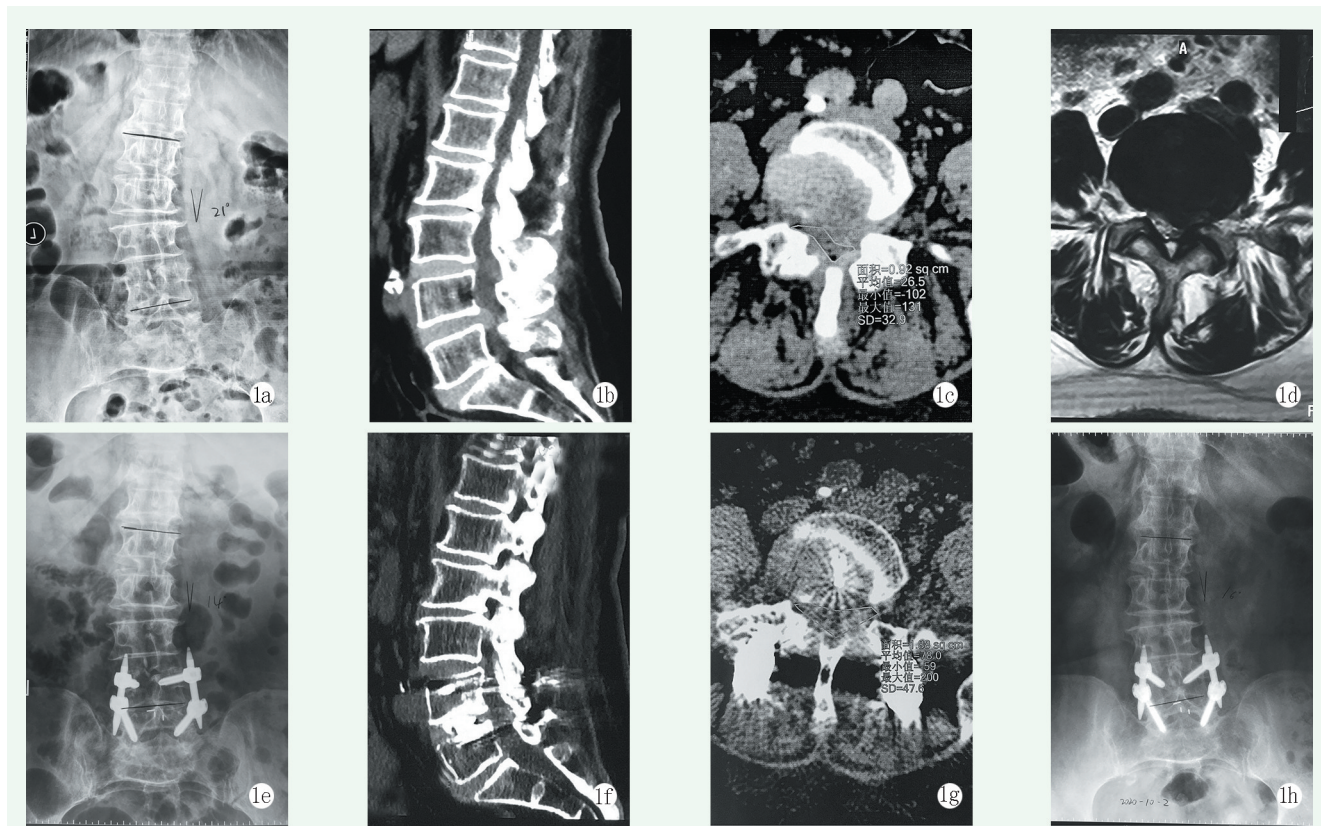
患者，女，65 岁，左下肢根性痛 1a: 术前正位 X 线示退行性腰椎侧凸，L₂₋₅ Cobb 角 21° 1b: 术前矢状面 CT 示 L_{4/5} 椎间盘突出 1c: 术前横断面 CT 示 L_{4/5} 节段椎间盘突出，椎管狭窄，椎管面积 92 mm² 1d: 术前横断面 MRI 示 L_{4/5} 节段椎间盘突出，椎管狭窄，硬膜囊受压变形 1e: 术后 3 d 正位 X 线片示椎弓钉位置好，L₂₋₅ Cobb 角矫正至 14° 1f: 术后 3 个月矢状面 CT 示椎管扩大，椎间植骨 BSF-3 级融合 1g: 术后 3 个月横断面 CT 示突出间盘摘除，椎管面积 188 mm² 1h: 术后 18 个月正位 X 线片示侧弯矫正无丢失
